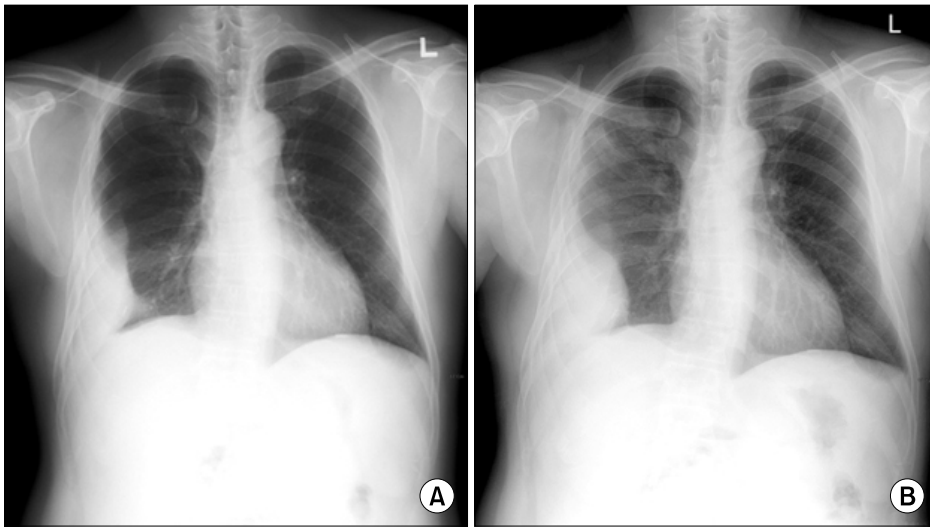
Chest radiographs showed increased size of the right pleural lesion over 3 years. (A) Chest radiograph 3 years before admission. (B) Chest radiograph on admission.
